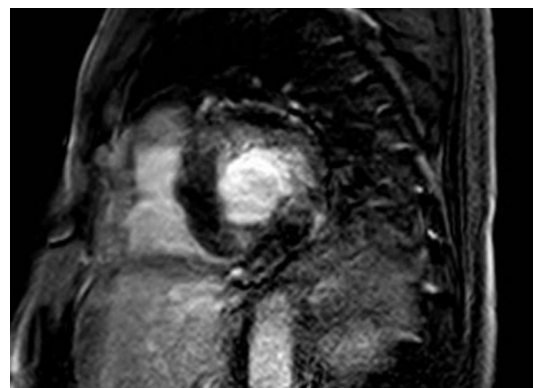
Resonancia Magnética cardíaca. Secuencia de realce tardío, eje corto basal.
